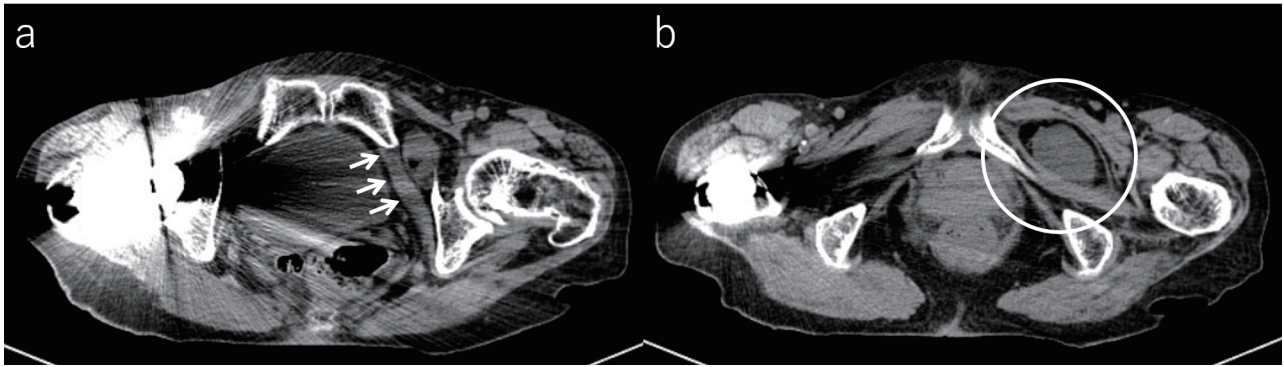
腹部骨盤部単純 CT (救急センター受診時)
